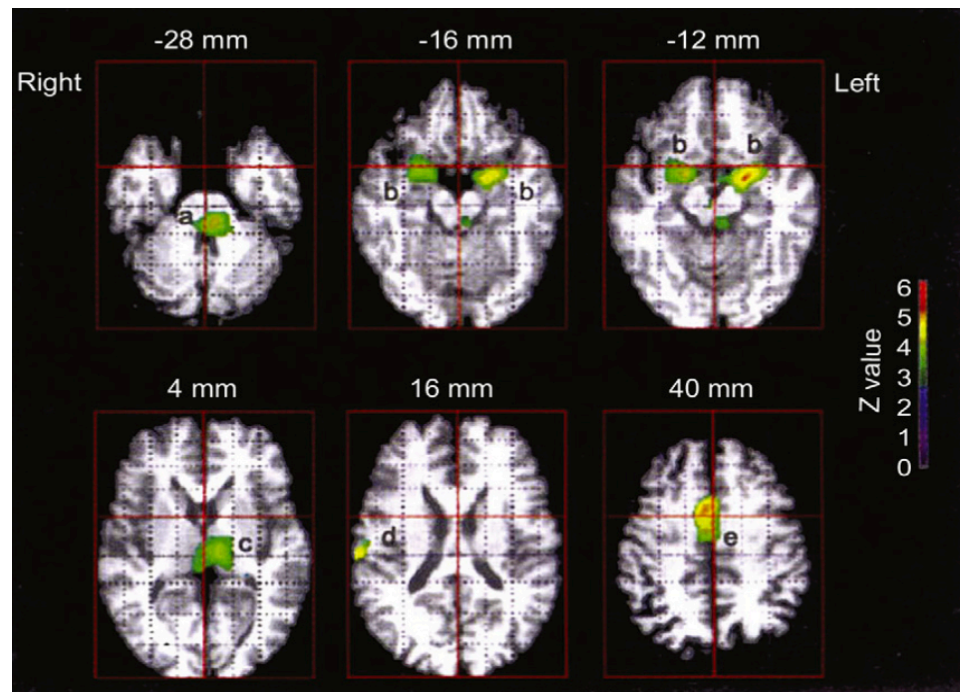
Attivazione cerebrale durante il sonno REM (PET). Le aree evidenziate includono: (a) pons, (b) amigdala, (c) talamo, (d) opercolo parietale destro, ed (e) corteccia cingolata anteriore. L'intensità del colore rappresenta il livello di attivazione (valori z). Figura adattata da Walker & Van der Helm, 2009.
